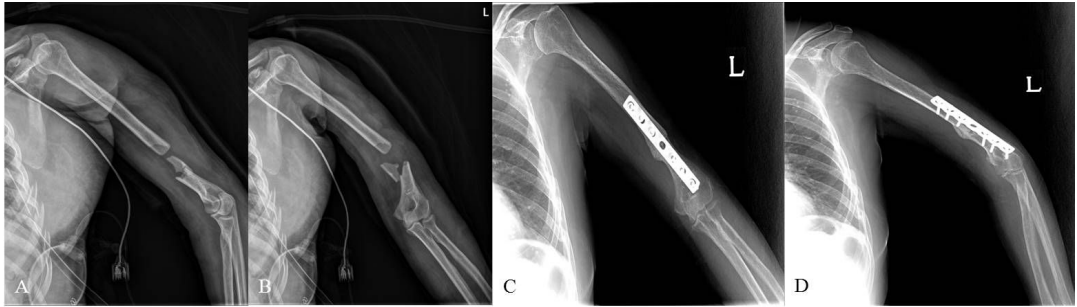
(A, B) Preoperative AP and lateral radiographs of a 64 years-old female showed AO/OTA B2 distal third humerus fracture. (C, D) Postoperative radiographs at 6 months showed union of the fracture with good alignment.
